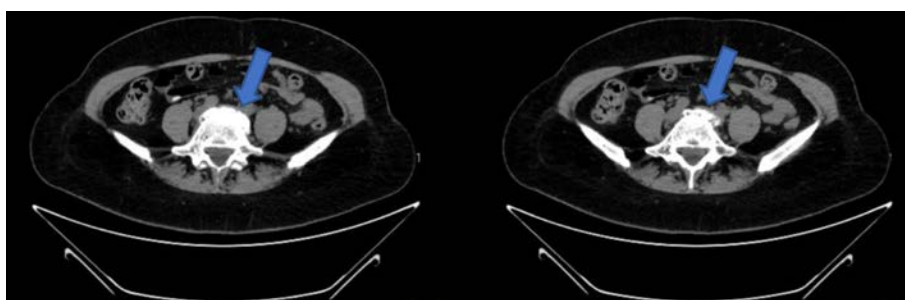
TC toraco-abdominal, cortes transversales. Discopatía degenerativa en L4-L5.
